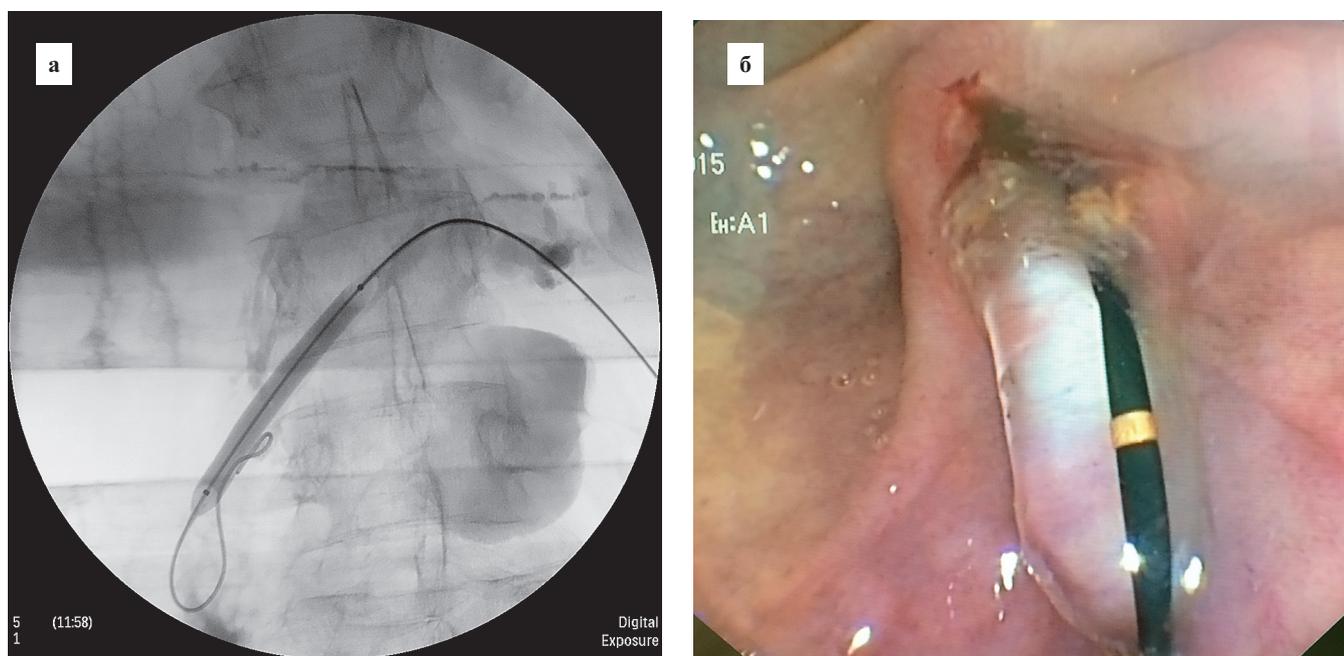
Баллонная дилатация терминального отдела протока поджелудочной железы: *а* — рентгенограмма; *б* — фотография
